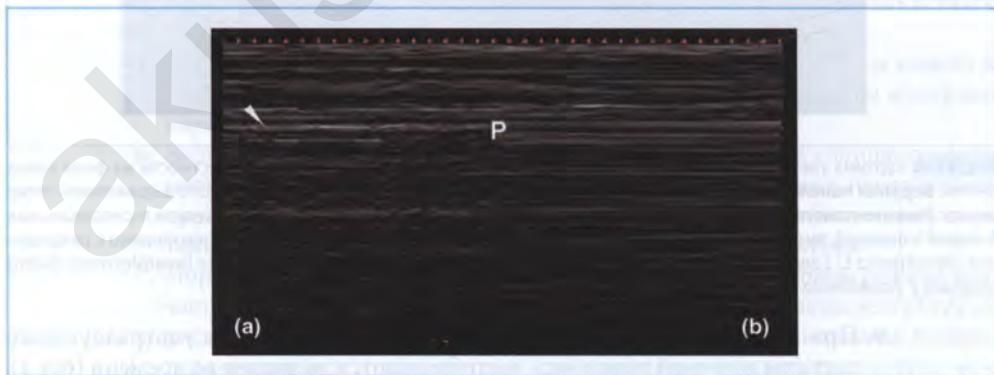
Ультразвуковое исследование легкого в М-режиме: (а) нормальная картина легкого, стрелка показывает на линию плевры и гомогенную зернистую текстуру (паренхима) ниже и (б) картина пневмоторакса с только горизонтальными линиями, формирующимися вследствие отсутствия скольжения легкого (штрих-код-признак). Точка легкого (Р), видимая точка перехода между нормальной тканью легкого и пневмотораксом. (Воспроизведено с разрешения: Bouhemed B, Zhang M, Lu Q, et al. Clinical review: bedside lung ultrasound in critical care practice. *Crit Care*. 2007;11:205)
